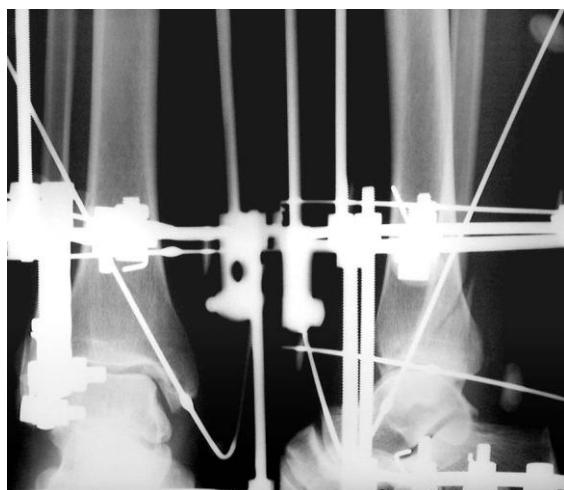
Рентгенограммы голеностопного сустава больной М., 34 лет, после произведенного чрескостного остеосинтеза
